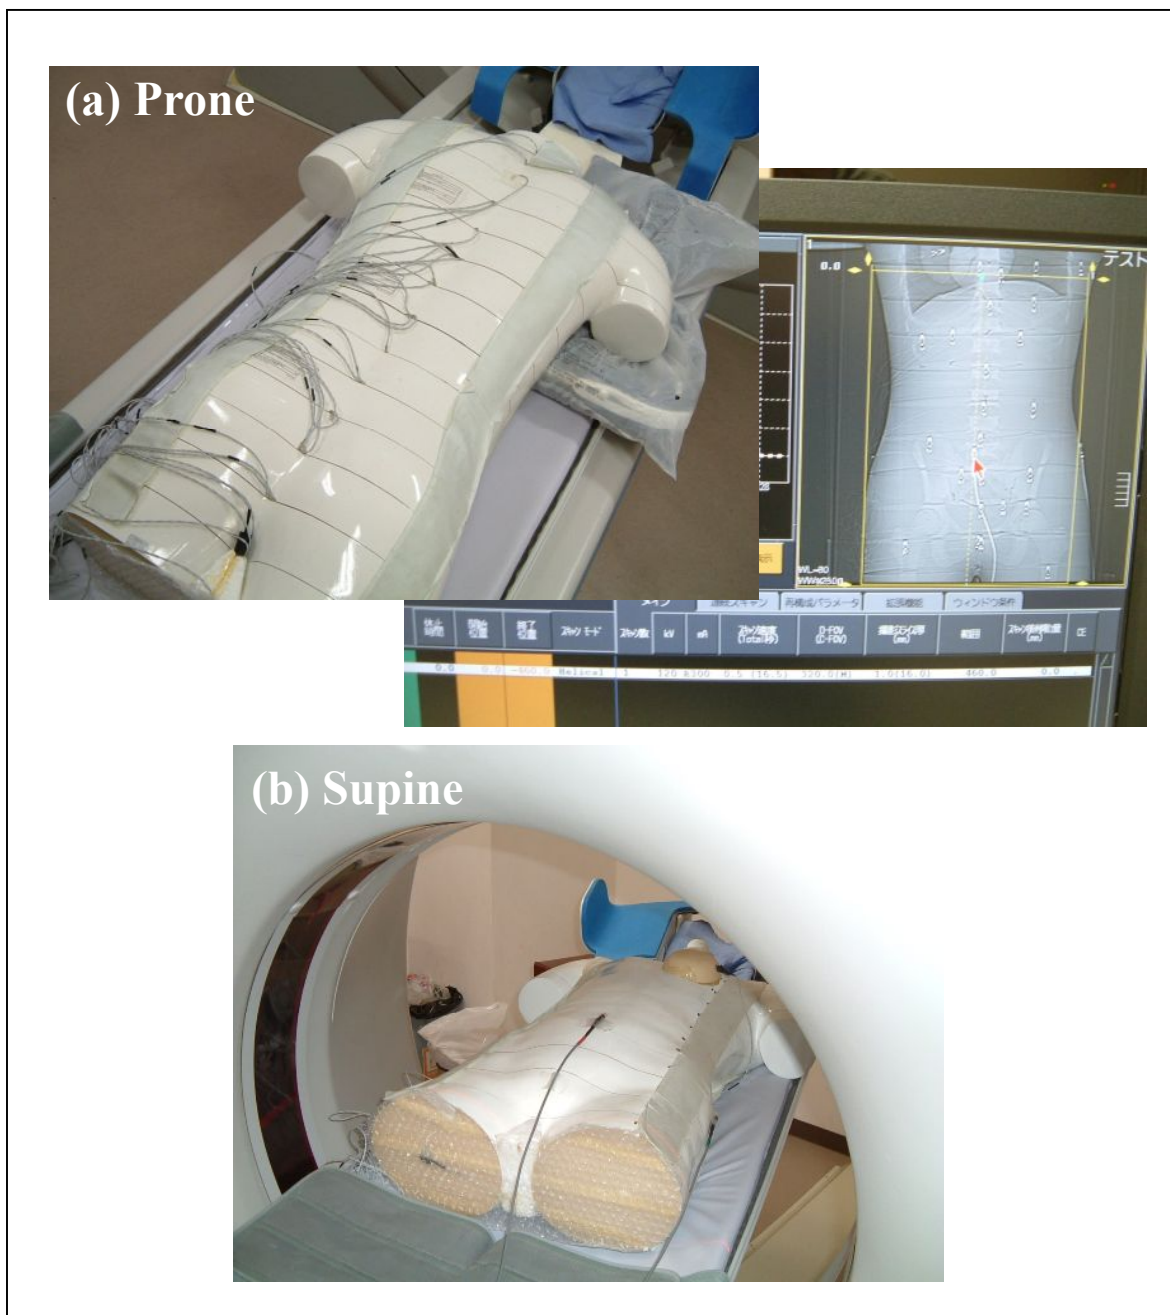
Dose measurement in CT-Colonography for respectively (a) prone and (b) spine positions.
